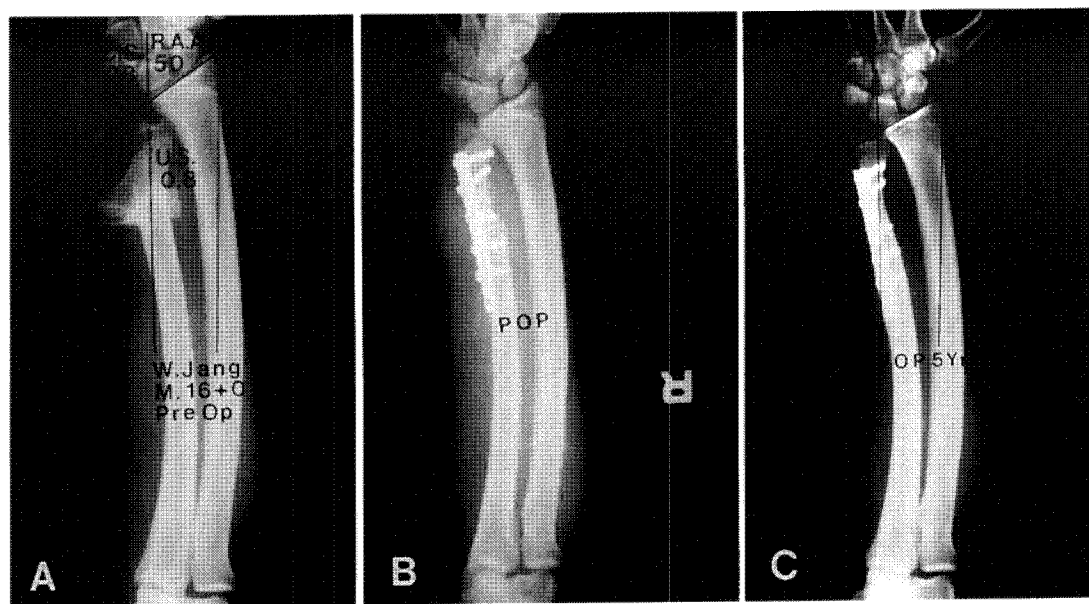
A) Preop radiograph showing relative ulna shortening and increased RAA
